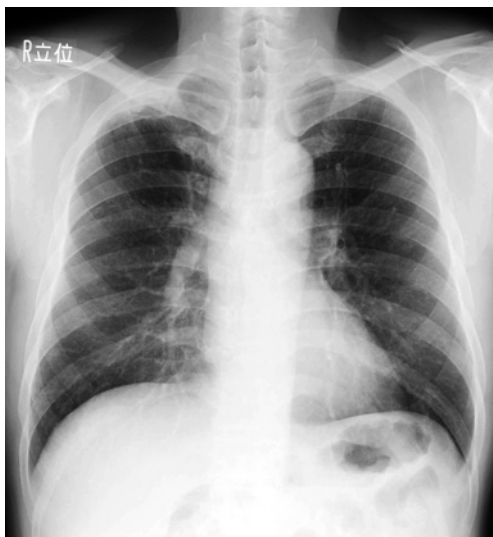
Chest radiograph on admission showing a cavity in the right upper lung field.
